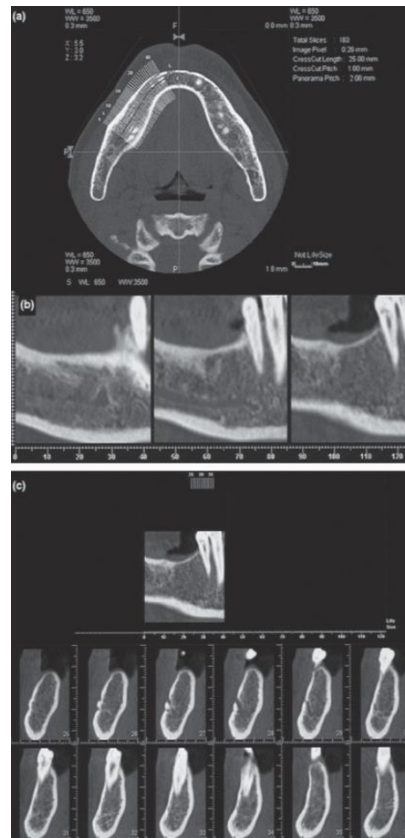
Uma tomografia computadorizada mostrando diferentes secções da mandíbula utilizando vistas axiais, panorâmicas e transversais retirado de Monsour &Dudhia, 2008 (Monsour &Dudhia, 2008).
